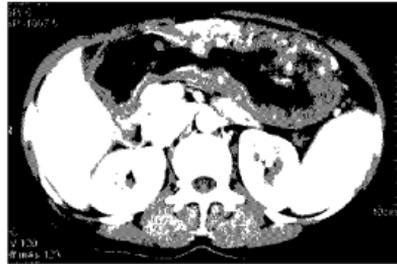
Contrast enhanced abdominal CT scan shows diffuse irregular wall thickening with multiple calcifications at the body and antrum of stomach.
